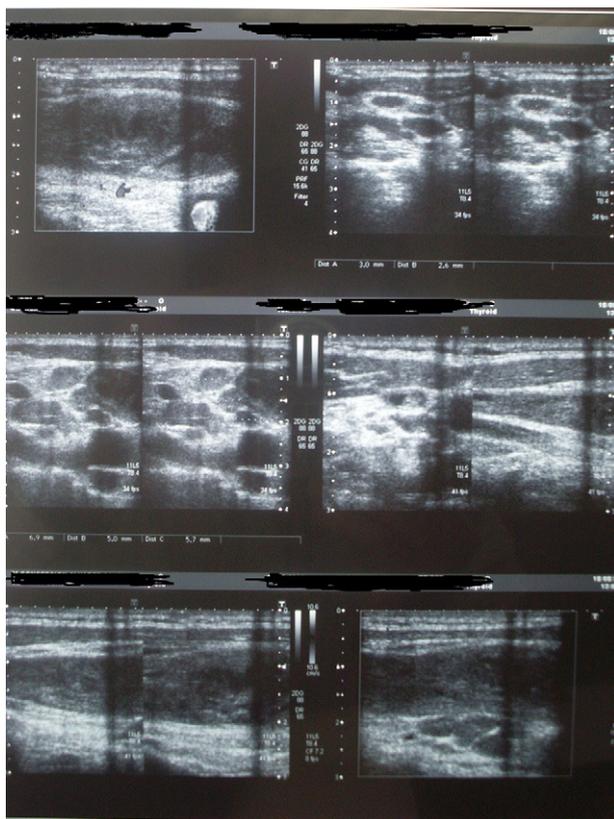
Ecografía de cuello que revela trombosis de vena yugular interna, subclavia, tronco braquiocefálico, vena axilar y humeral del lado derecho.
